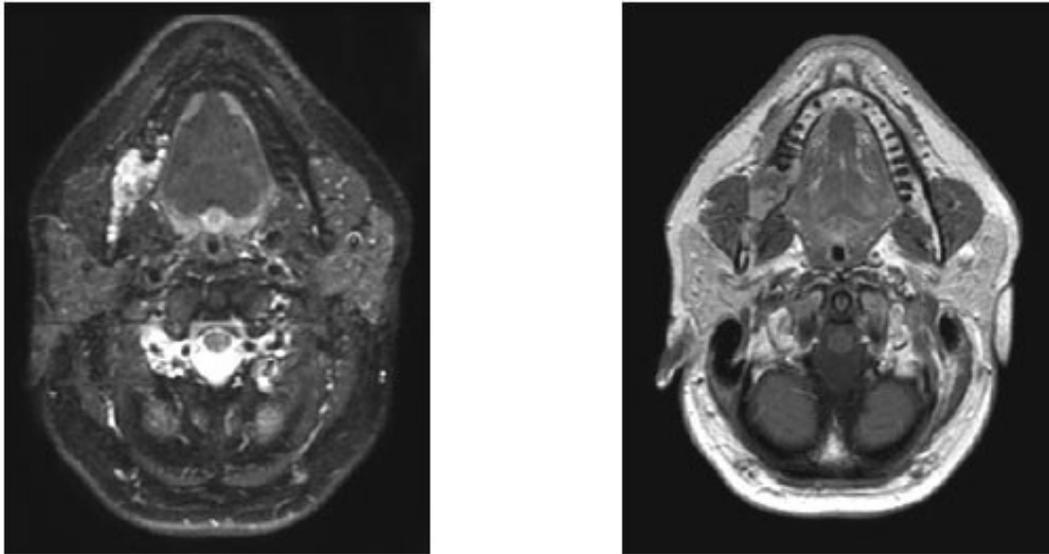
Resonancia Magnética Craneal ⁴⁸
